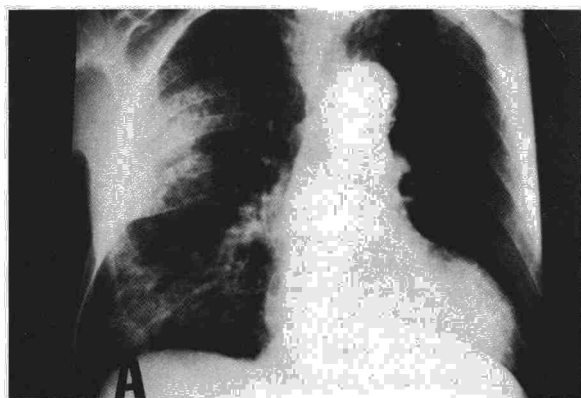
A. Radiografía posteroanterior al ingreso. B. Radiografía posteroanterior a los cuatro días de evolución (descripción en el texto).
